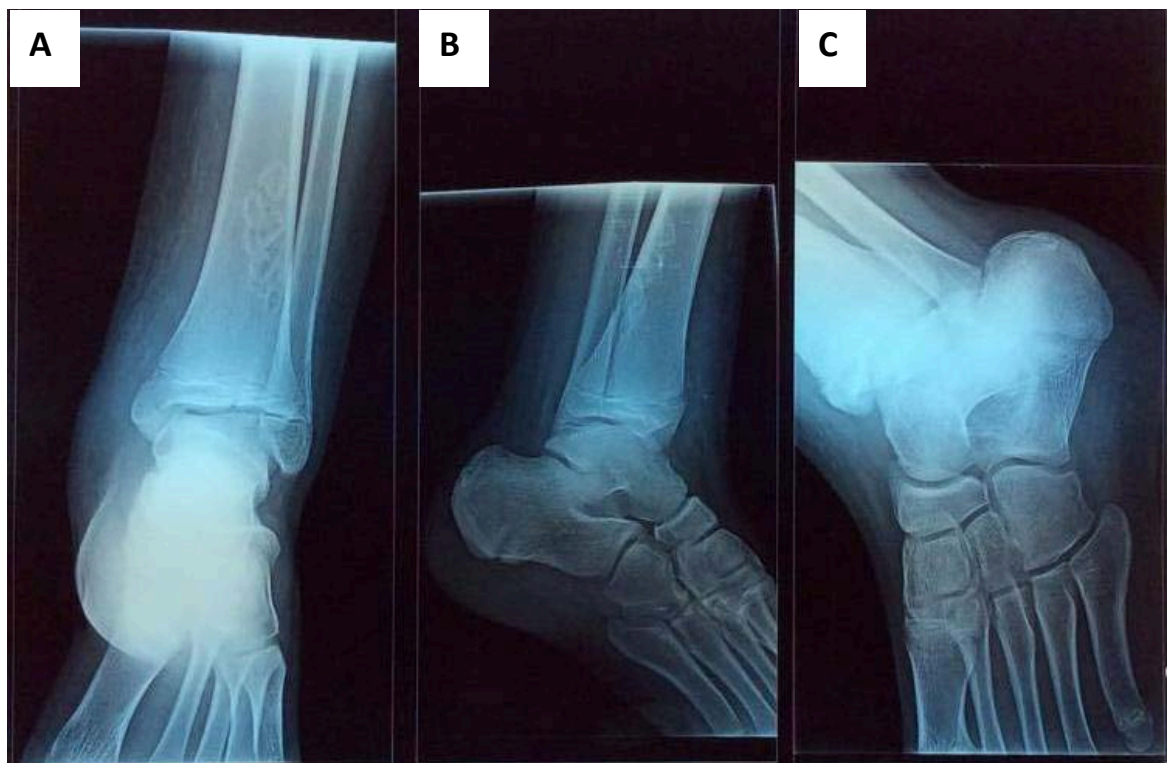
radiographies de la cheville droite face (A), profil (B) et oblique (C) montrant une fracture triplane chez un garçon de 14 ans.
